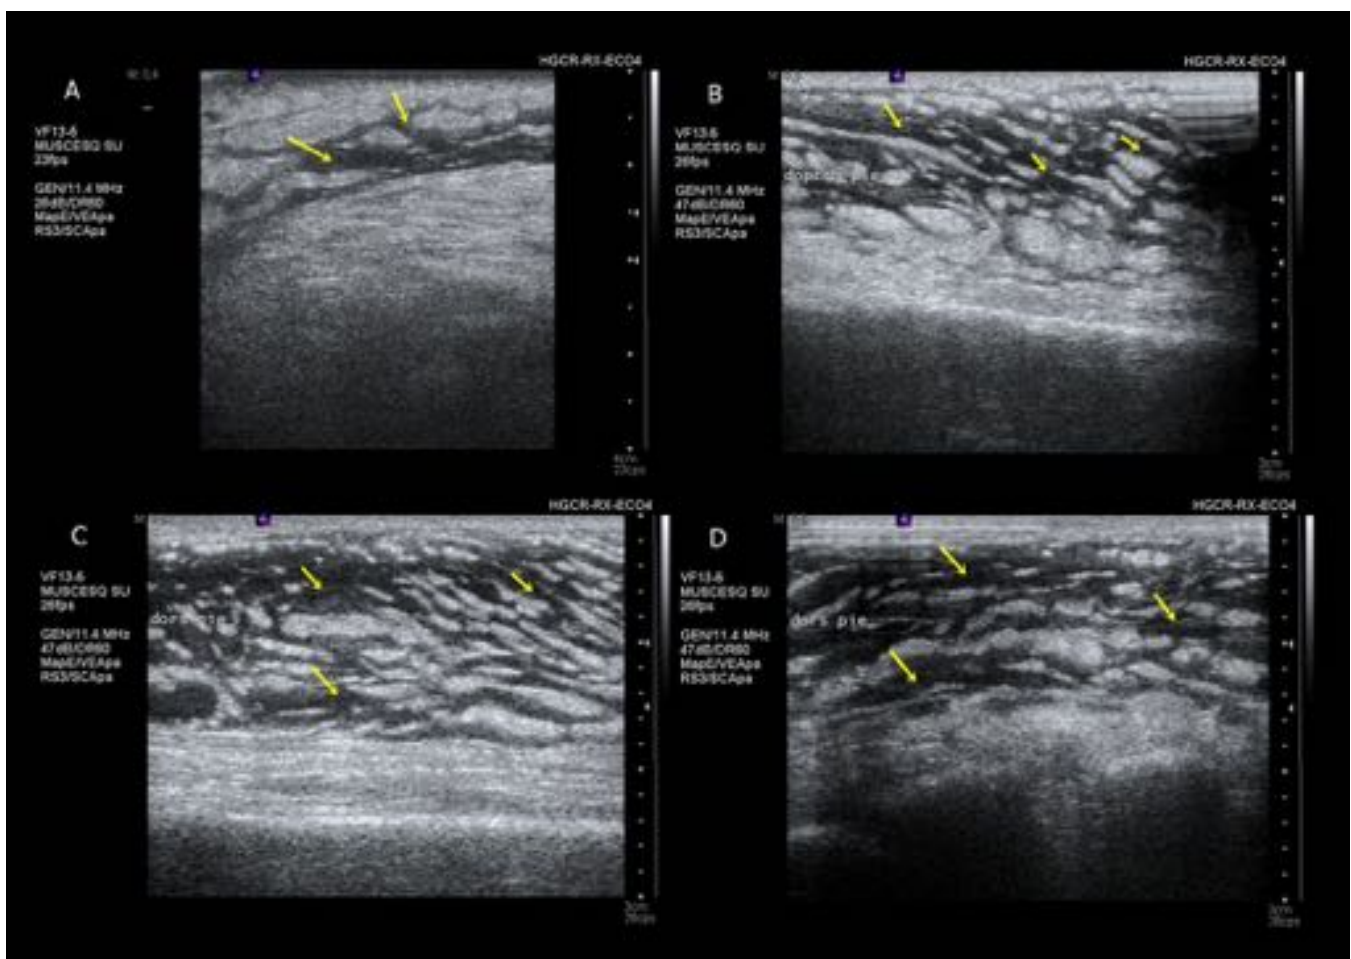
Imágenes de ecografía de tejidos blandos. Afectación del tejido celular subcutáneo con presencia de bandas de líquido que disecan los lobulillos grasos con tendencia a confluir en algunas zonas sin delimitar colecciones [flechas amarillas], hallazgos sugestivos de celulitis. No se objetiva afectación de planos musculares.
